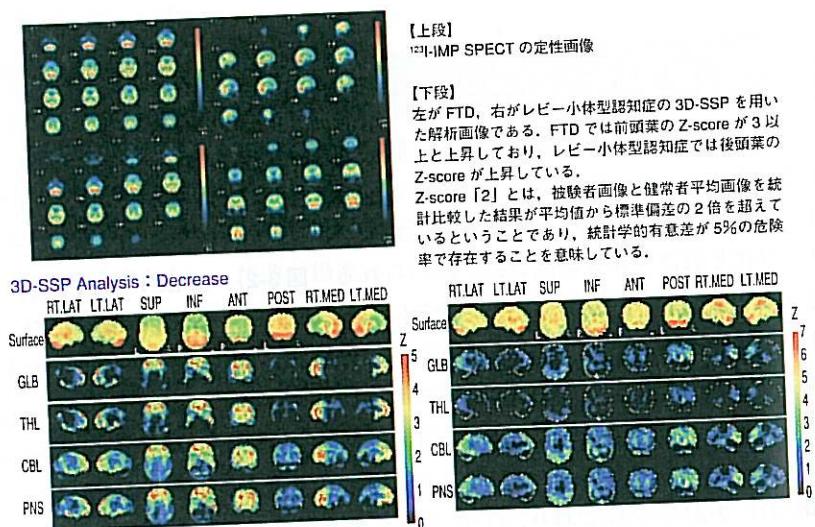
前頭側頭型認知症（FTD）の SPECT
